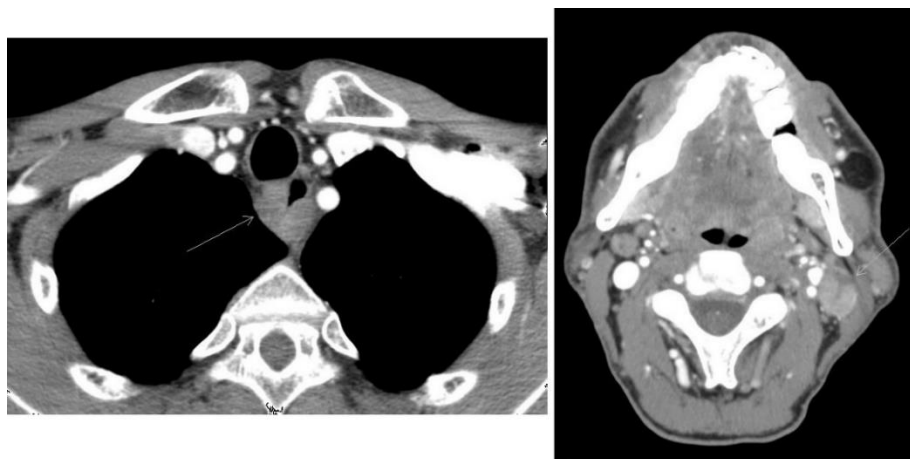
TC con contraste intravenoso. Engrosamiento concéntrico de las paredes del tercio superior del esófago (imagen izquierda, flecha) y adenopatía en el nivel IIa izquierdo (imagen derecha, flecha) en paciente con CCE estadio IVB.
